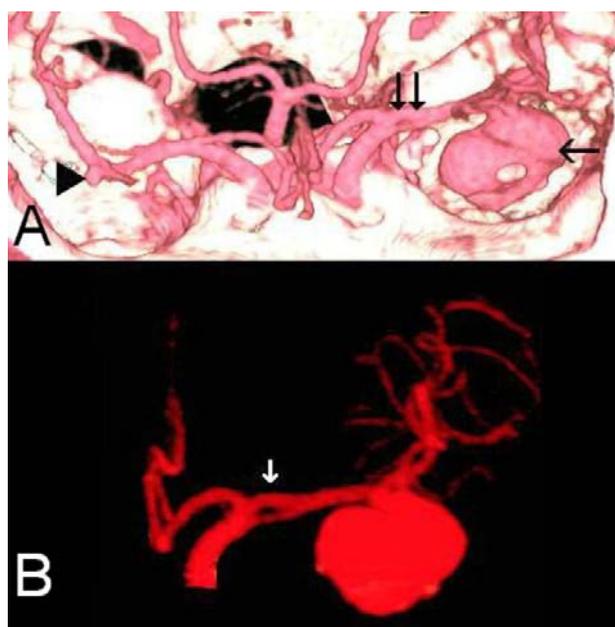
Angiotomografía multicorte. A. Se puede observar el aneurisma gigante de la arteria cerebral media izquierda (flecha) y otro más pequeño en la cerebral media derecha (punta de flecha). La fenestración del segmento M1 izquierdo se señala con doble flecha. B. Vista de detalle de la cerebral media izquierda.
